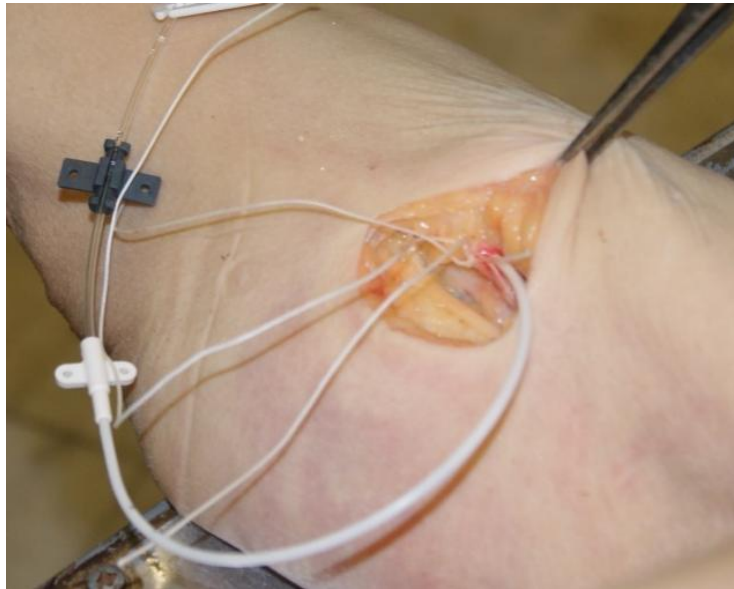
Этап катетеризации плечевой артерии для рентгенологической оценки ее строения и смещения
